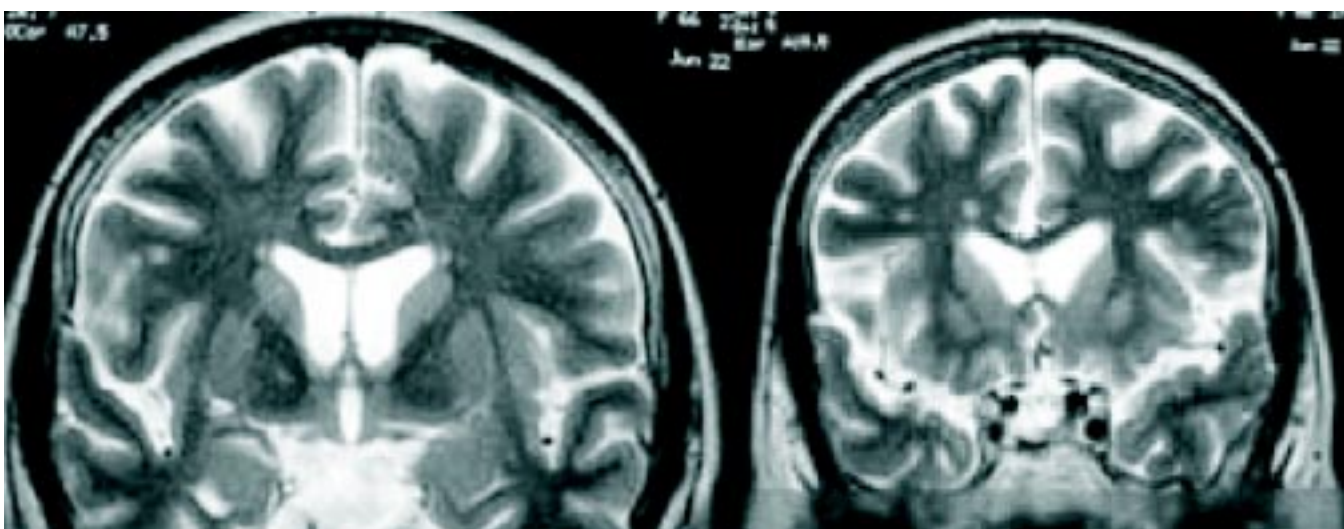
Resonancia magnética de cráneo.
